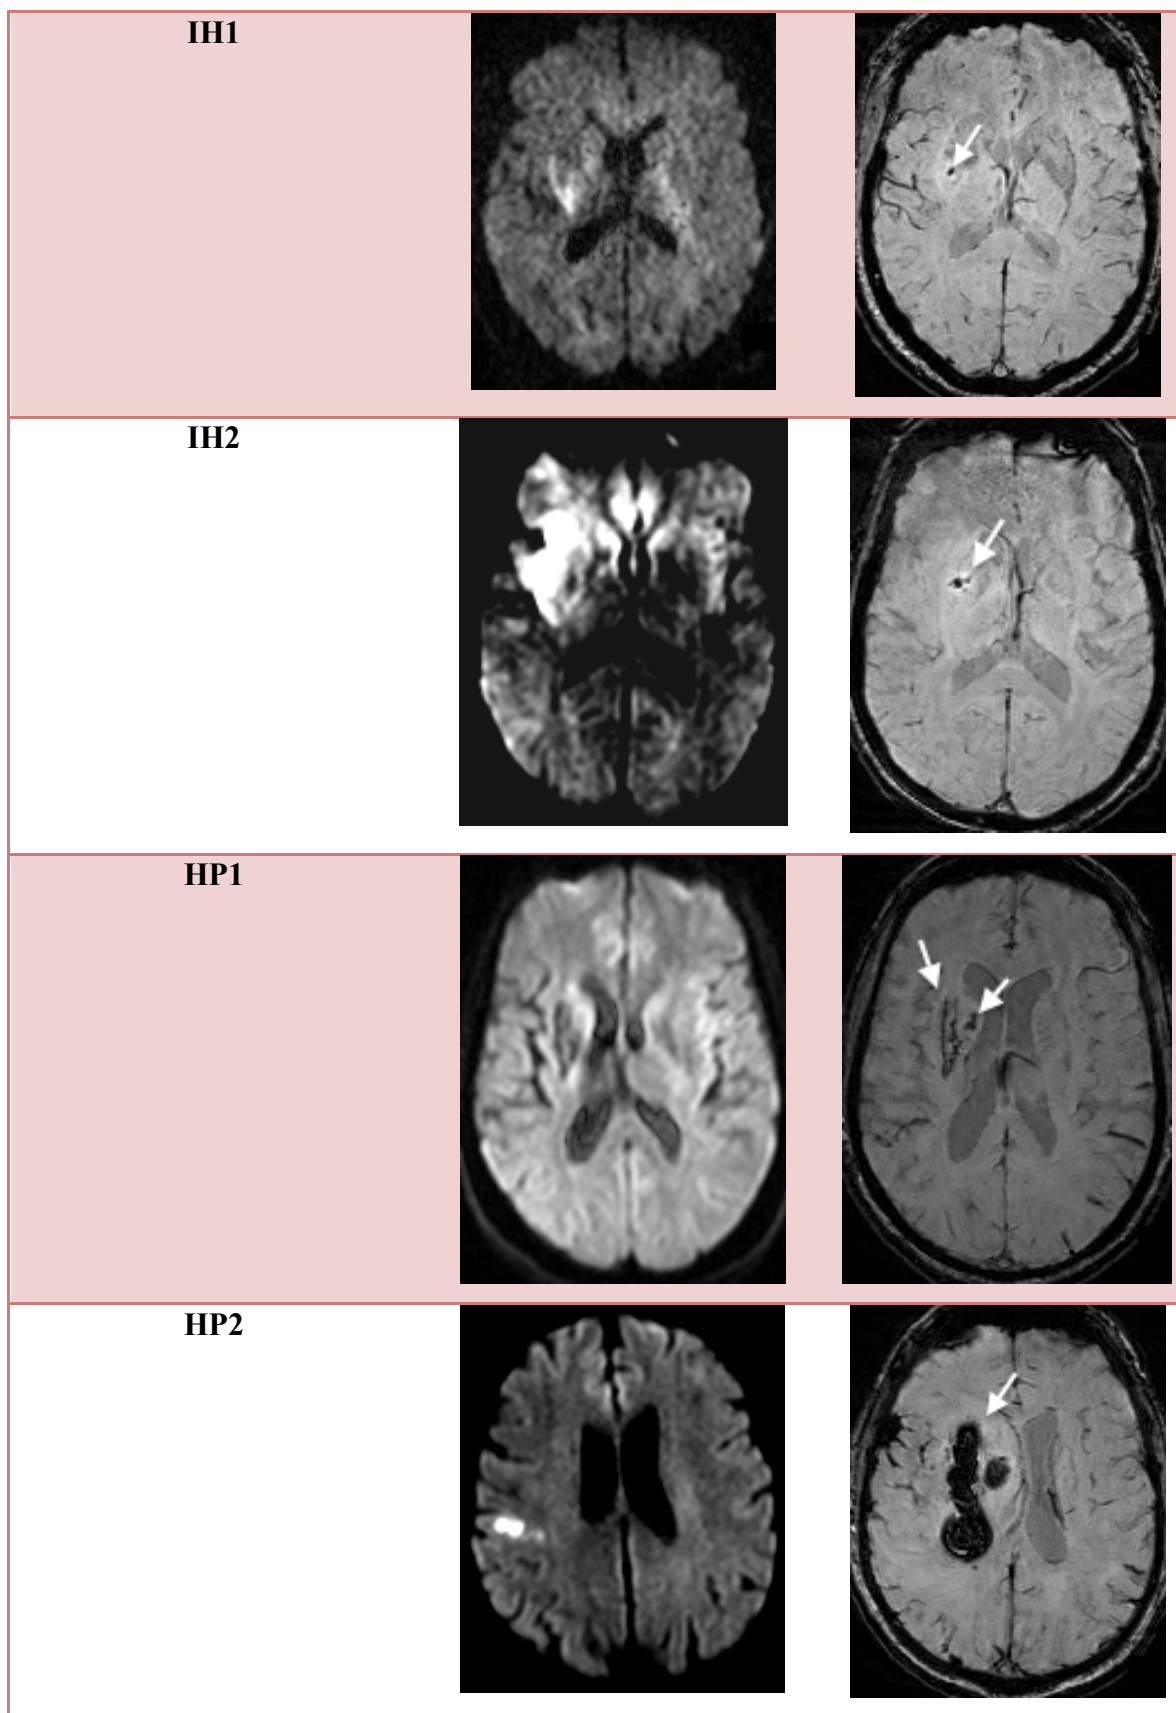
Classification ECASS. Séquence de diffusion en coupe axiale de l'IRM initiale à gauche. Séquence SWI en coupe axiale de l'IRM de contrôle à droite : les remaniements hémorragiques (flèches) sont en franc hyposignal.
